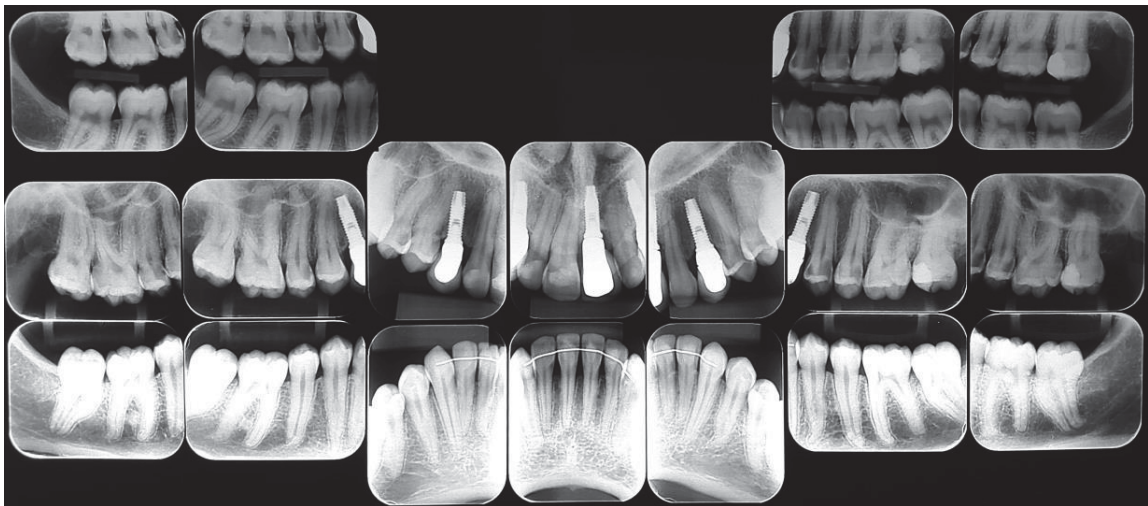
Levamento periapical completo.
